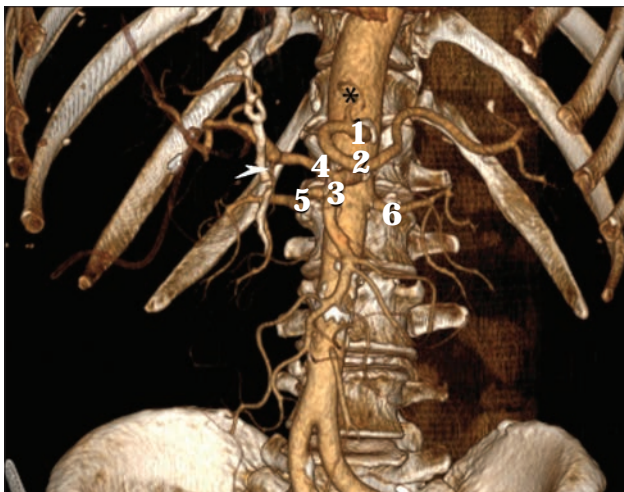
Артеріальна 3D-реконструкція за даними комп'ютерної томографії. Виявлено атипичну анатомію печінкових артерій (тип 9 за N. A. Michels, 1955). Загальна печінкова артерія (4) відходить від верхньої брижової артерії (3). Від черевного стовбуру (1) відходять селезінкова (2) та ліва шлункова (*) артерії. 5 – права ниркова артерія; 6 – ліва ниркова артерія; білою стрілкою вказано гастродуоденальну артерію. Власне спостереження.
